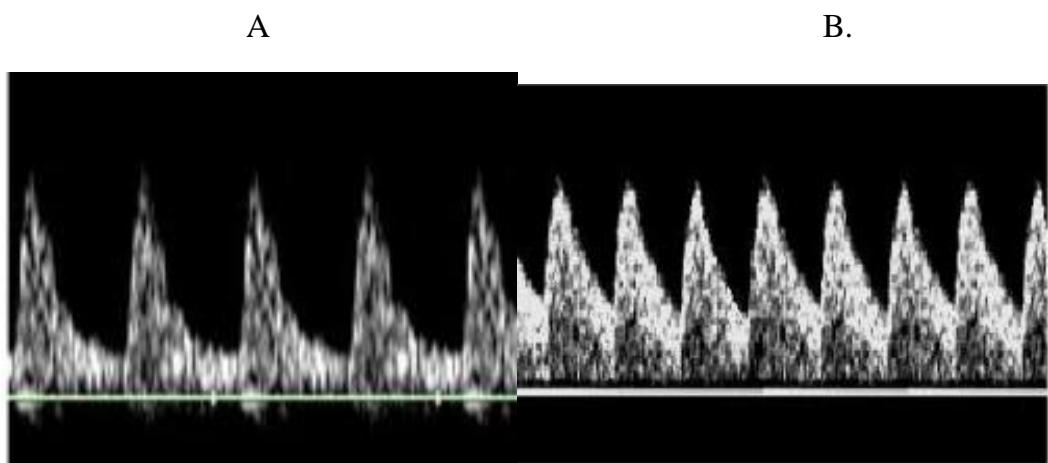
Dạng sóng Doppler bình thường của ĐM rốn
